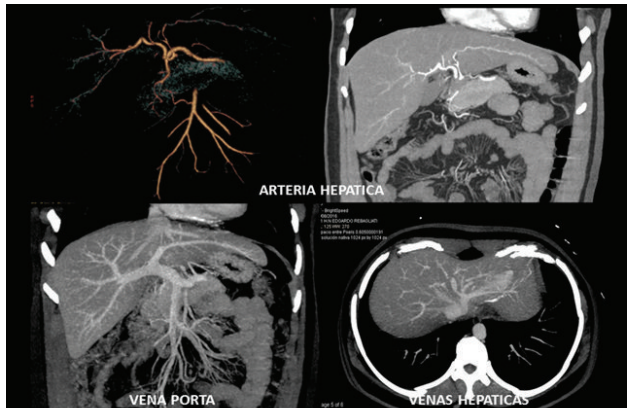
TAC con Reconstrucción arteria hepática, vena porta y venas hepáticas de la donante.
